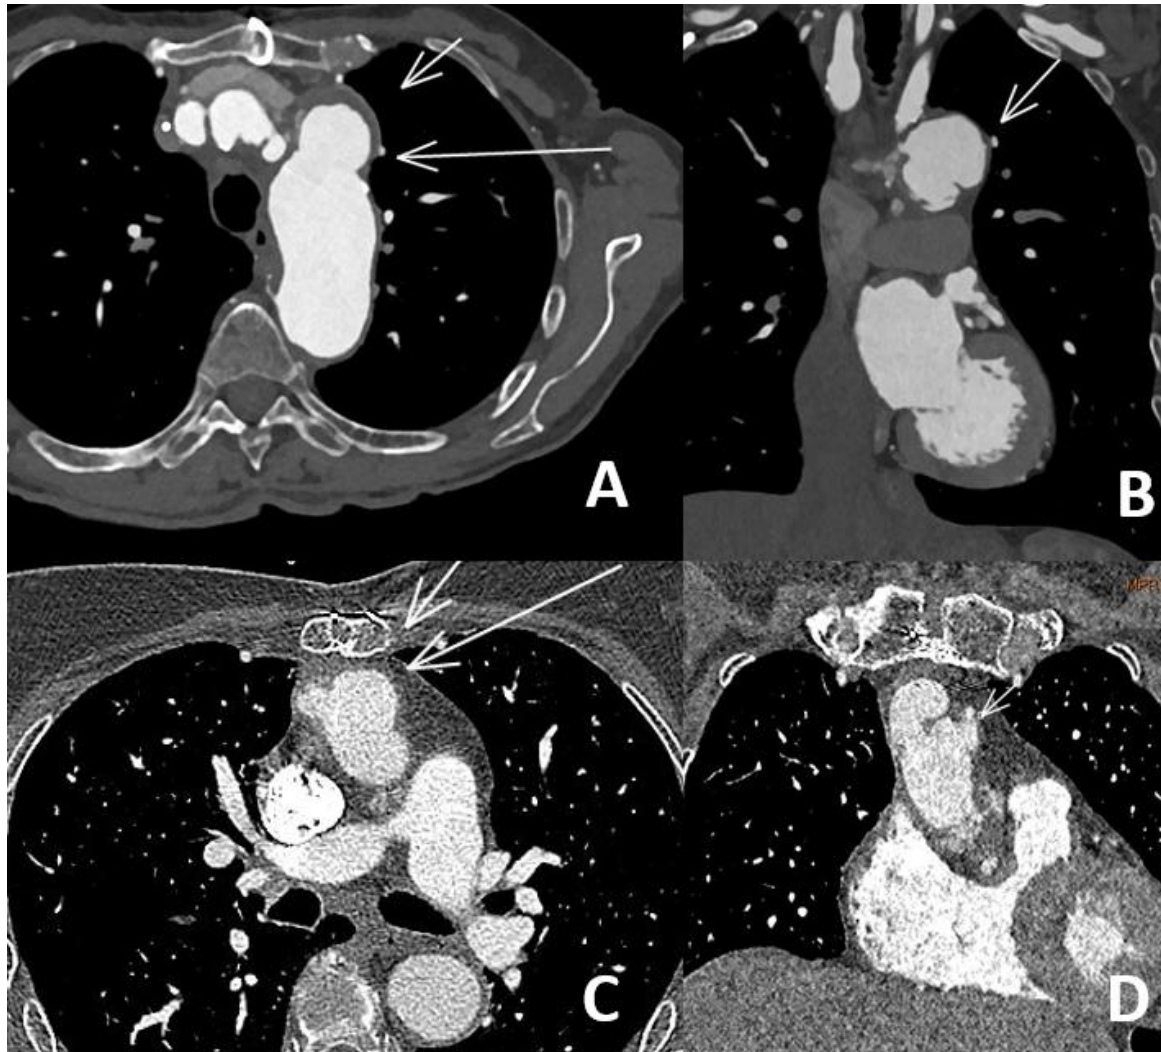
(A) Imagen axial y (B) coronal que muestran un pseudoaneurisma del cayado aórtico proximal, parcialmente trombosado. (C) Imagen axial y (D) coronal de una TC realizada cinco años antes, que evidencian el crecimiento progresivo del pseudoaneurisma y el aumento del trombo mural.
